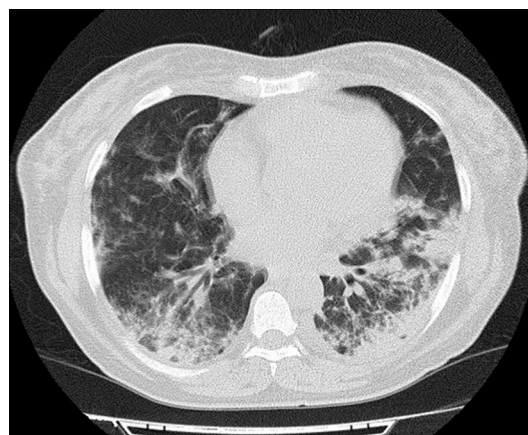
Компьютерная томография больной С. от 01.09.15. Видны субтотальная альвеолярно-интерстициальная пневмония, жидкость в полости перикарда, плевральных полостях, лимфаденопатия виллюриальных лимфатических узлов.
